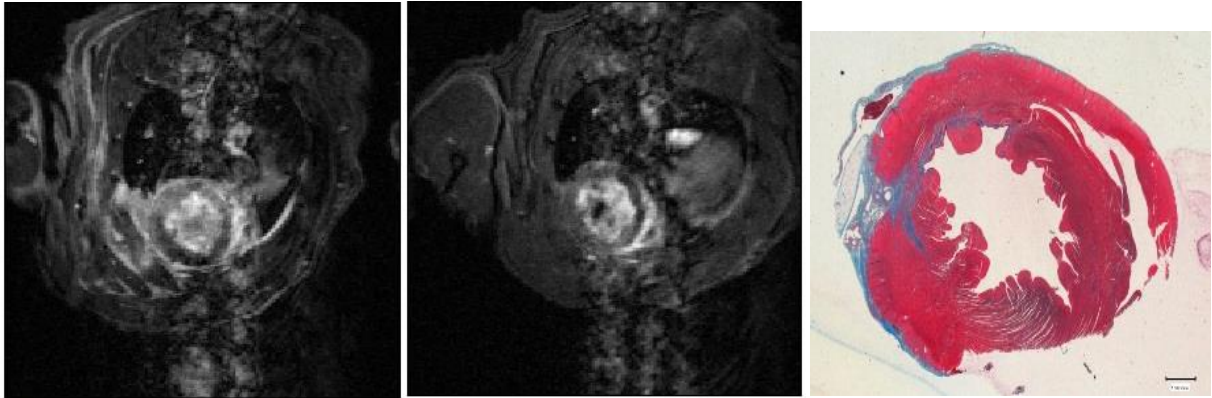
WK_12. En el primer corte de RM (3^{er} día) se observa una captación difusa de contraste que no localiza la lesión en el miocardio, pero sí observamos una hiperseñal intensa en los tejidos circundantes. En el segundo corte de RM (4^a semana) se observa nuevamente una captación bastante difusa. En el corte histológico se observa una cicatriz de tejido conjuntivo a nivel epicárdico principalmente.
